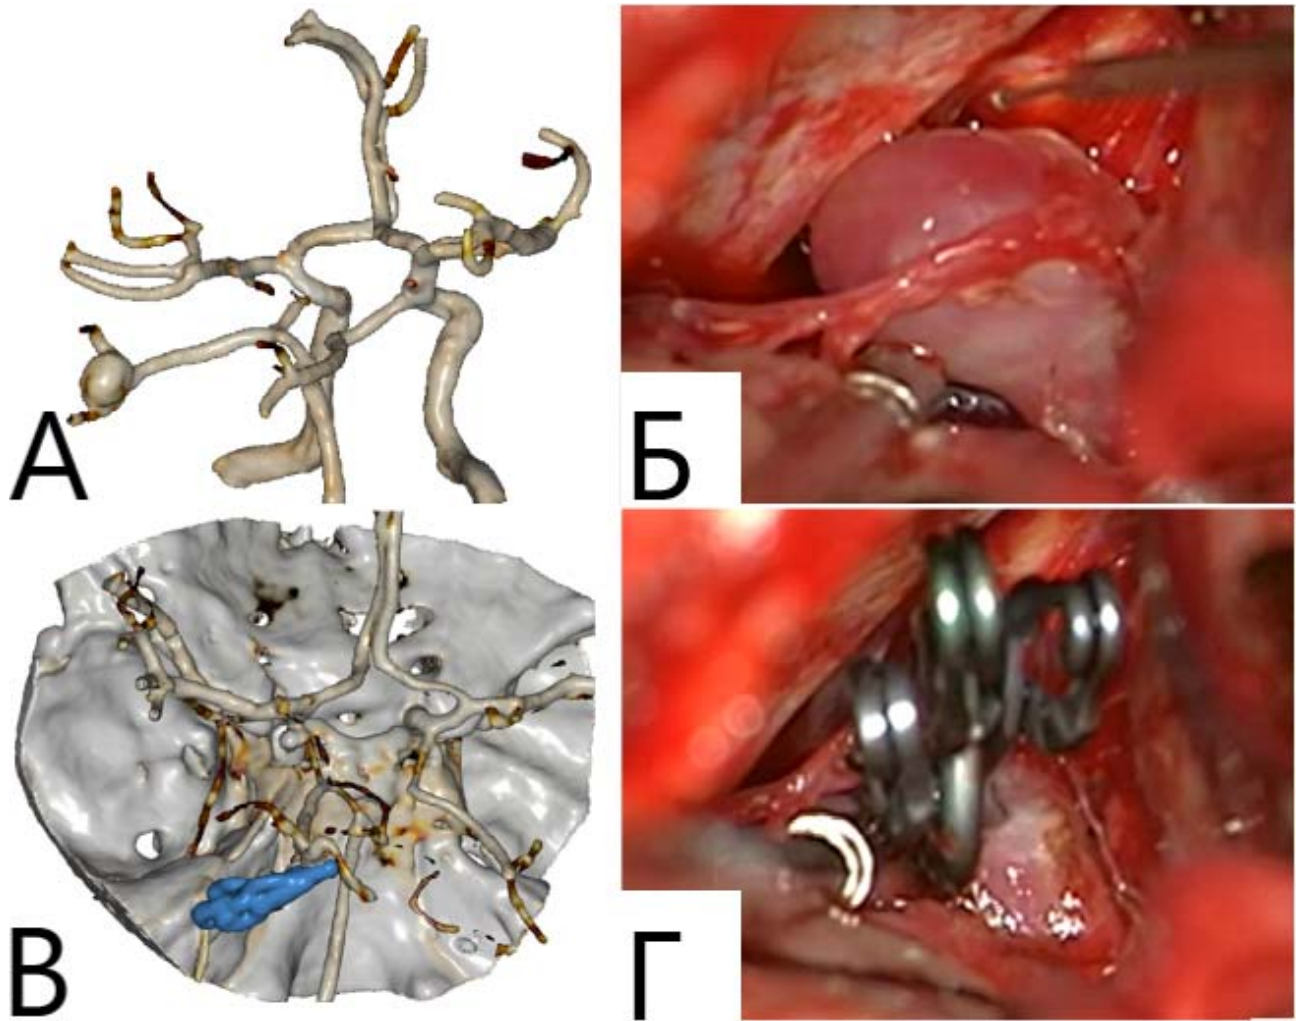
Клипирование ЦА Р3-сегмента левой задней мозговой артерии. А. МР-ангиография до клипирования ЦА; Б. интраоперационное фото ЦА до клипирования; В. КТ-ангиография после клипирования ЦА; Г. интраоперационное фото ЦА выключенной тандемным усиленным методом тремя клипсами
